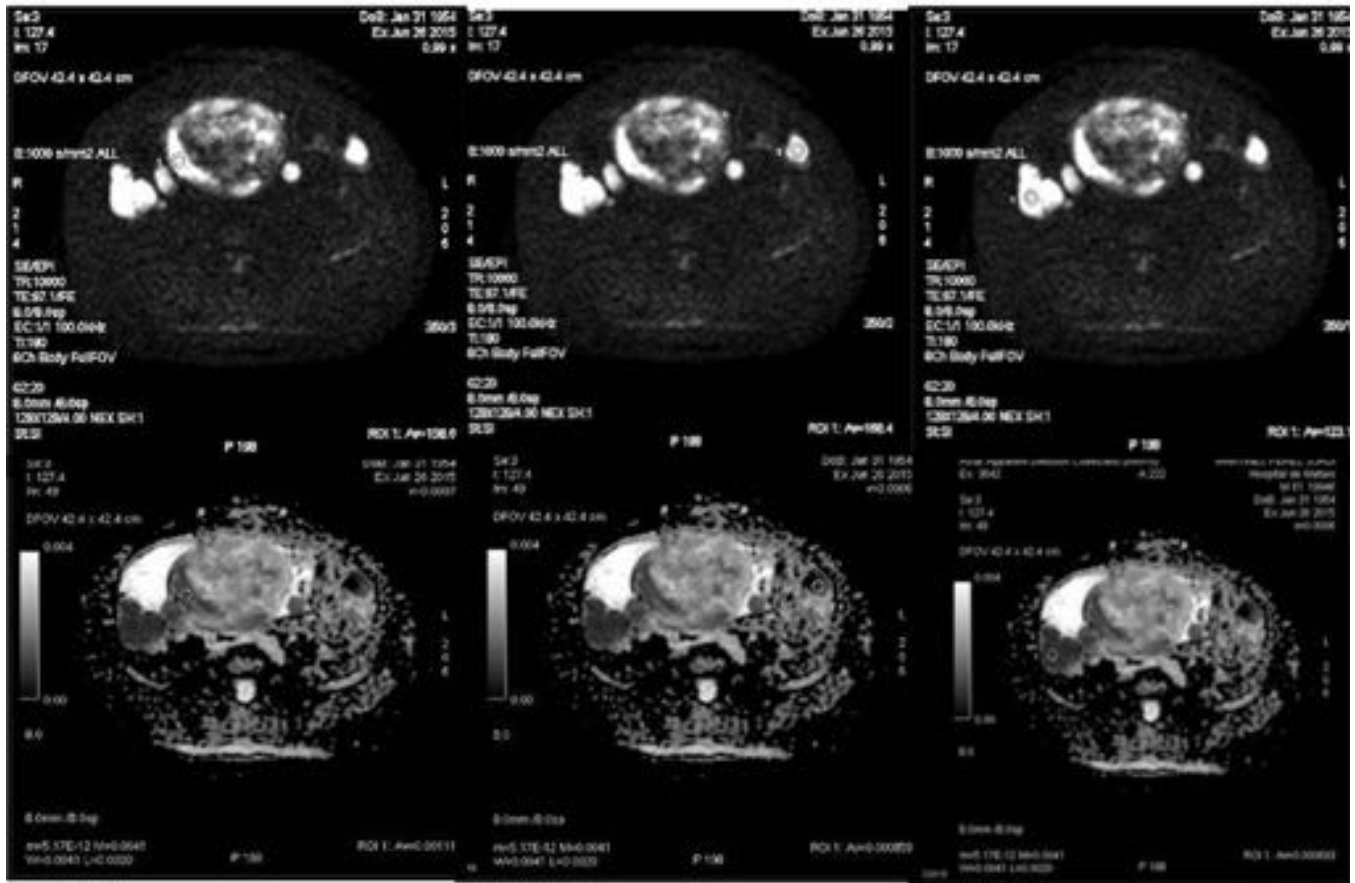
Las tres imágenes superiores son estudios axiales de DWI mostrando áreas de restricción a la difusión medidas con niveles de ADC muy bajos que indican zonas de actividad en las lesiones peritoneales metastásicas de un TM peritoneal resecao unos meses antes, con recidiva peritoneal que inicia tratamiento con Imatinib y responde.
